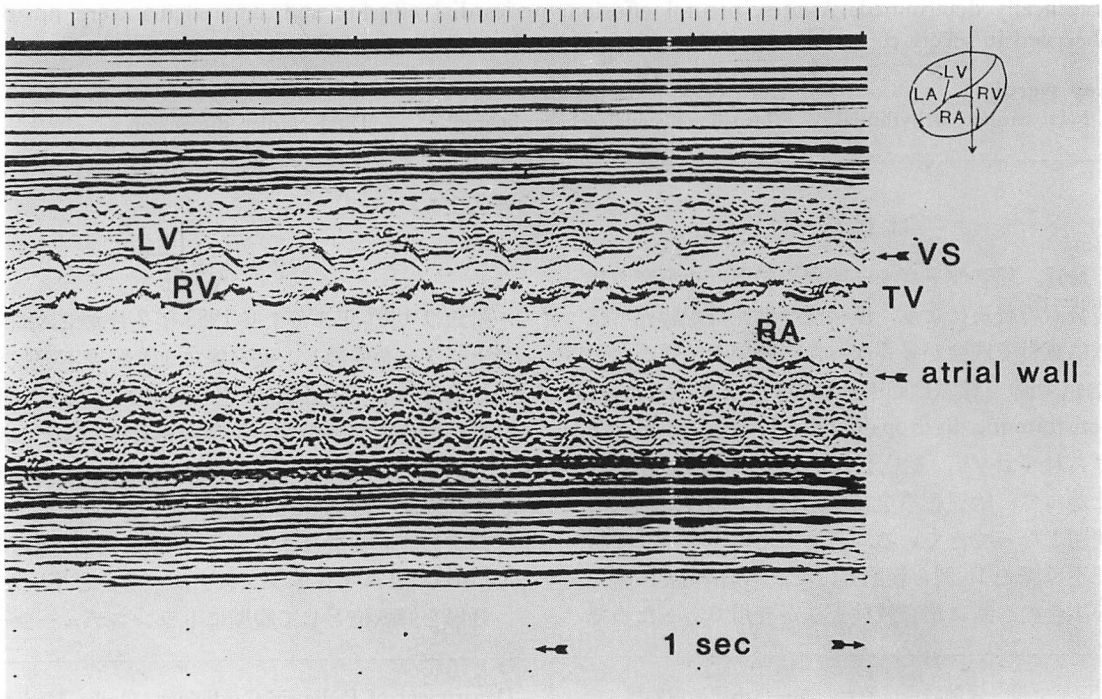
M-mode echocardiogram in a fetus with atrial flutter (Case 1).
